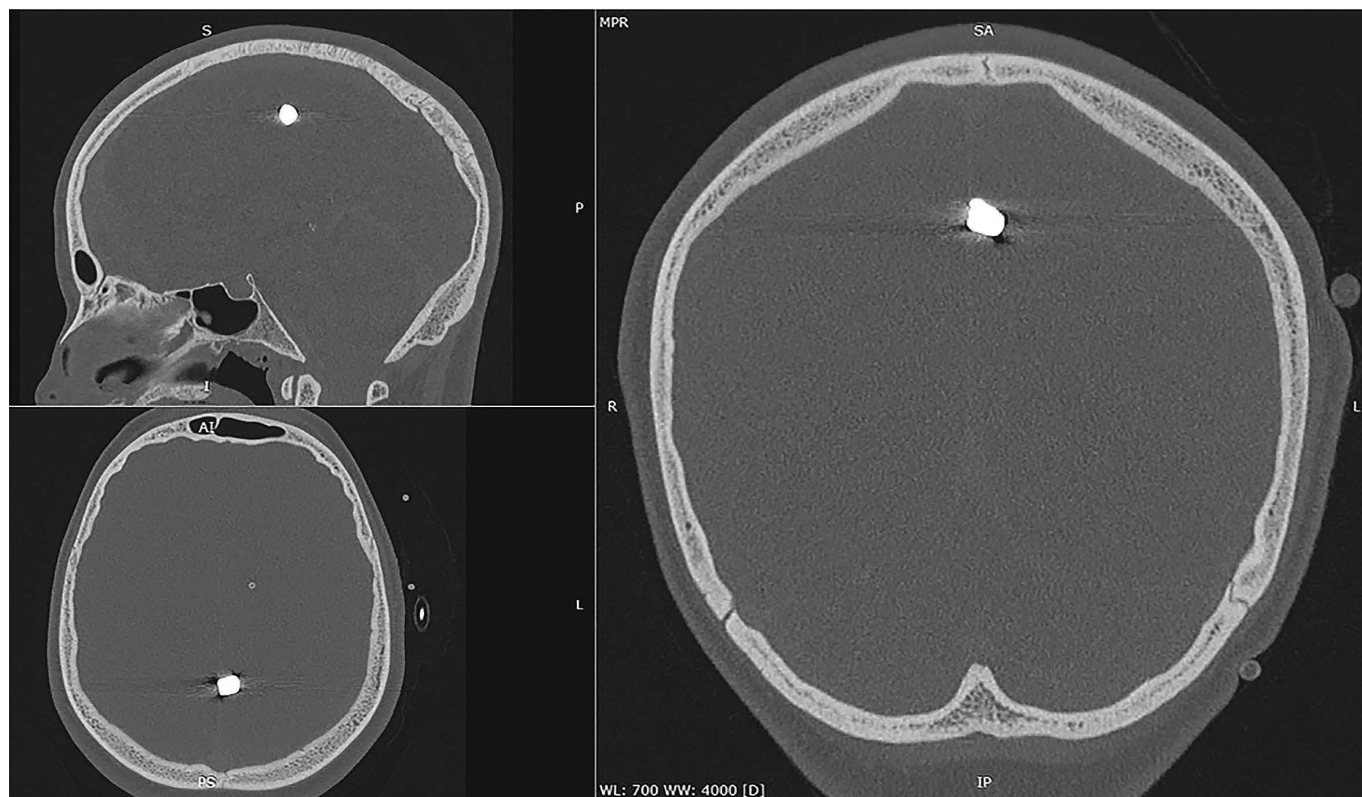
КТ обстеження голови.
